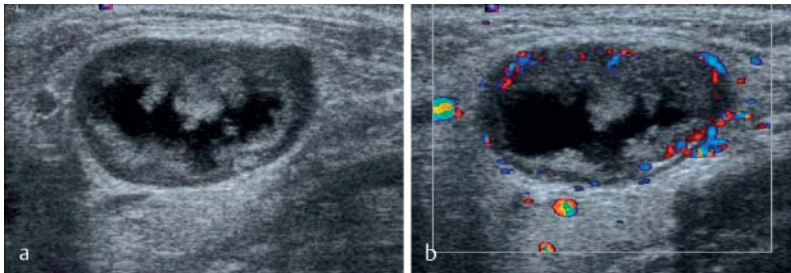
Centrally necrotic lymph node metastasis in the submandibular region in squamous cell carcinoma of the floor of the mouth a on B-mode image and b color Doppler sonographic image. Destruction of normal sonographic lymph node architecture of the significantly enlarged lymph node (short-axis diameter 17 mm) and extensive, largely anechoic, liquid, central necrosis. The color Doppler sonographic image (8.9 MHz, 900 PRF, 50 WF) shows only irregular peripheral vascularization at times with vessels with extracapsular extension.
